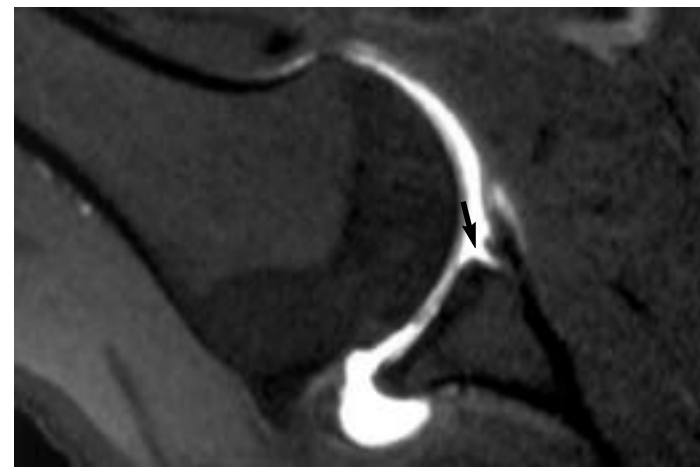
Imagen de artrografía-RM potenciada en T1 con técnica de supresión grasa en proyección ABER. Se evidencia un despegamiento del complejo cápsulolabral anteroinferior de la glenoides subyacente (flecha).
